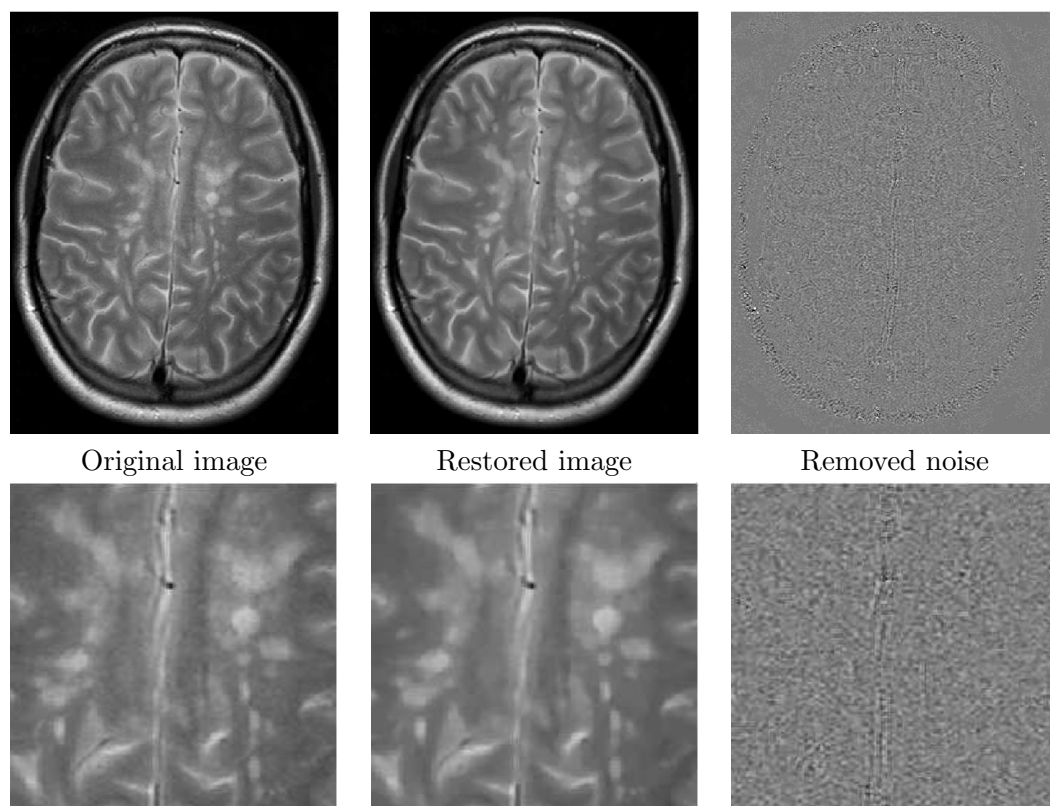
NL-means filter on a real T2-w MRI with MS. Fully-automatic restoration obtained with the Optimized Blockwise NL-means filter on a 1.5T T2-w MRI data with MS lesions of  $512 \times 512 \times 28$  voxels in less than 2 minute on a Intel(R) Pentium(R) D CPU 3.40GHz with 2Go of RAM. From left to right : Original image, denoised image, and difference image with gray values centered on 128. The whole image is shown on top, and a detail is exposed on bottom.
